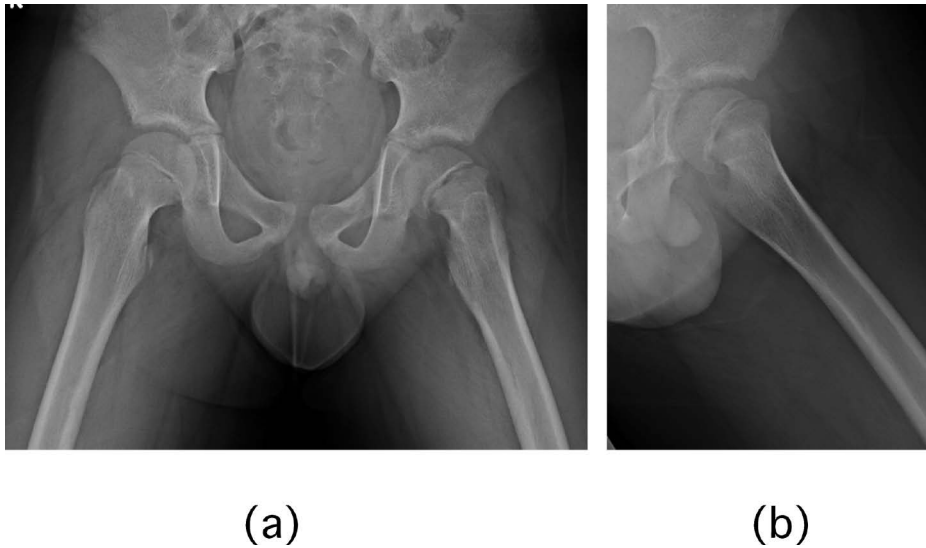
症例1 初診時単純X線像 (a): 正面像 (b): 側面像
